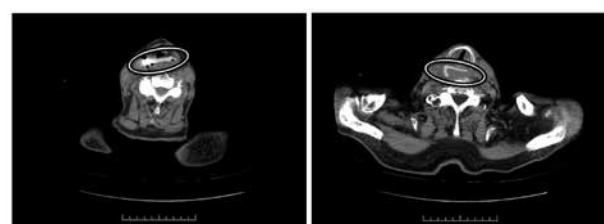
第6病日 follow-up CT。下咽頭から食道入口部に平板な高吸収像を認め、義歯の可能性が指摘された (丸囲い)
